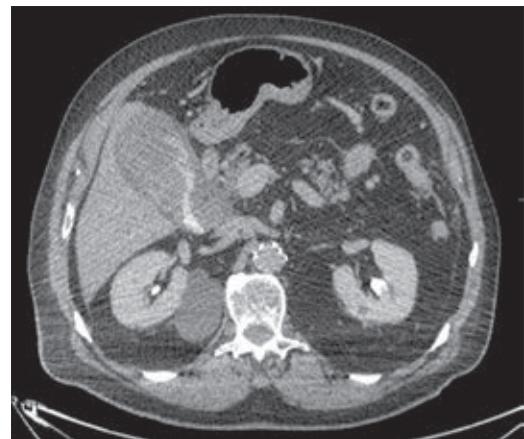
Tomografía con contraste en fase venosa, donde se observa extravasación del medio de contraste hacia la luz de la vesícula biliar.
